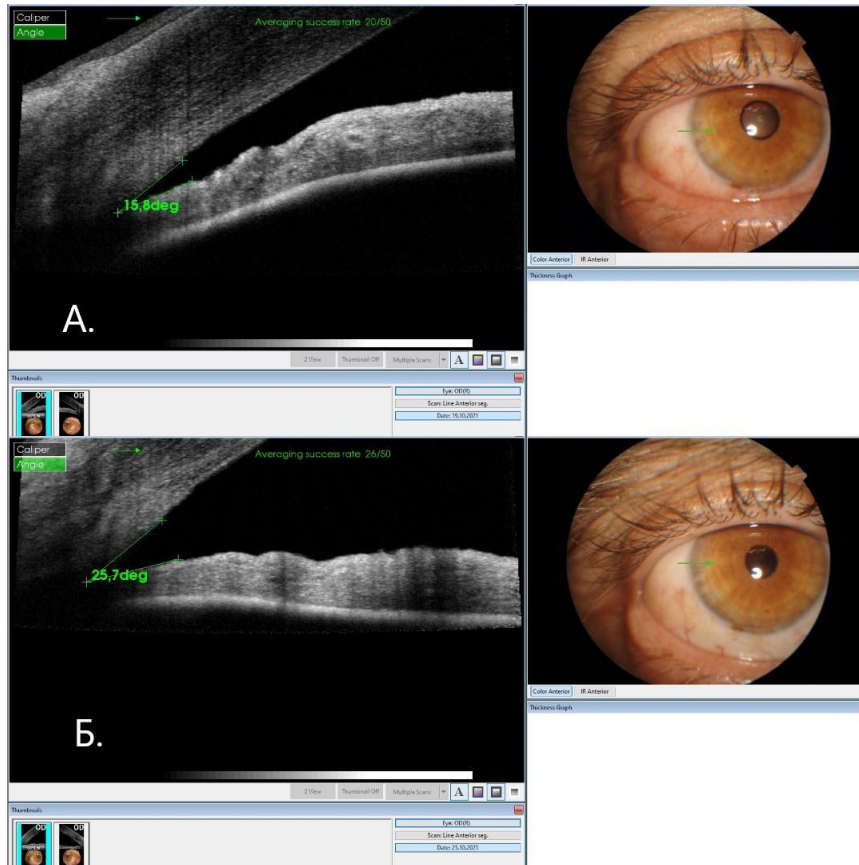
Оптична когерентна томографія кута передньої камери до (А) та через 2 місяці після факоемульсифікації (Б)
